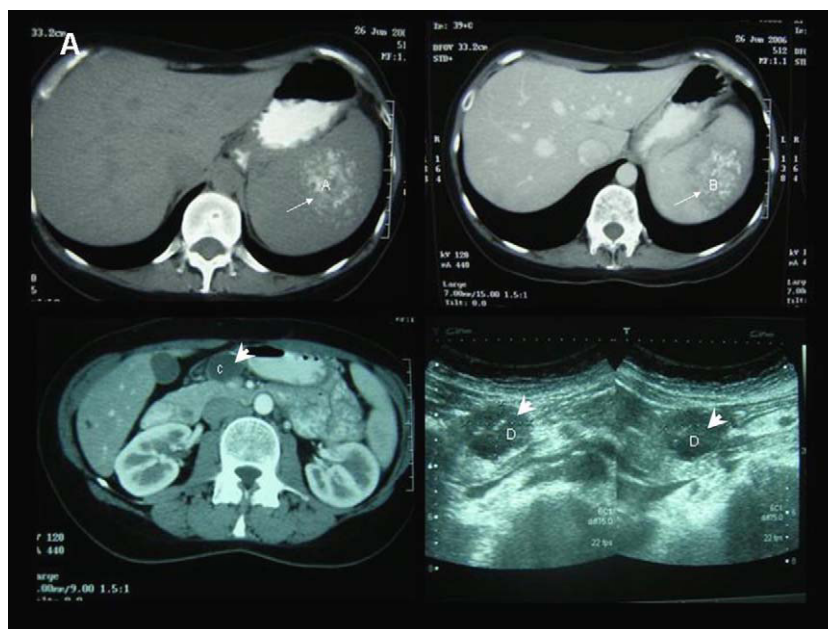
A: imagen de tomografía computarizada de la lesión esplénica sin contraste intravenoso. B: con contraste intravenoso. C: aspecto del quiste mucinoso pancreático en la tomografía computarizada. D: aspecto en la ecografía, con ecos internos.
